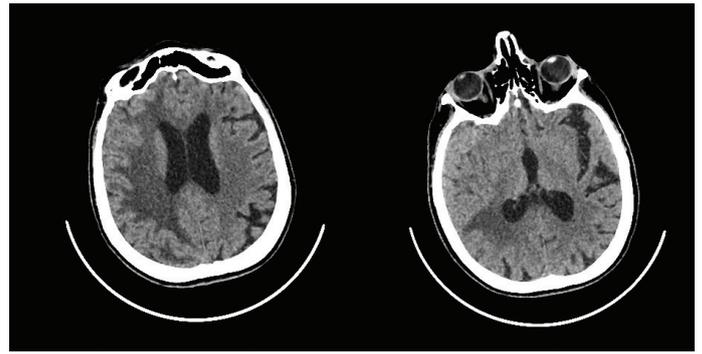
Рентгеновская компьютерная томография головного мозга от 07.02.2024
